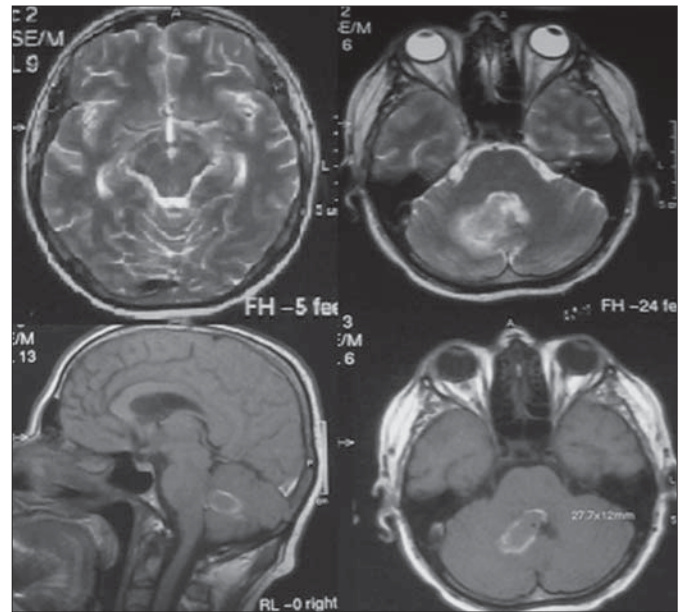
МРТ. Крововилив у хробак і праву гемісферу мозочка із зміщенням IV шлуночка. Рання підгостра стадія (про перехід гострої стадії в ранню підгостру свідчить поява гіперінтенсивного обідка по периферії гематоми – початок перетворення діоксигемоглобіну в метгемоглобін)
